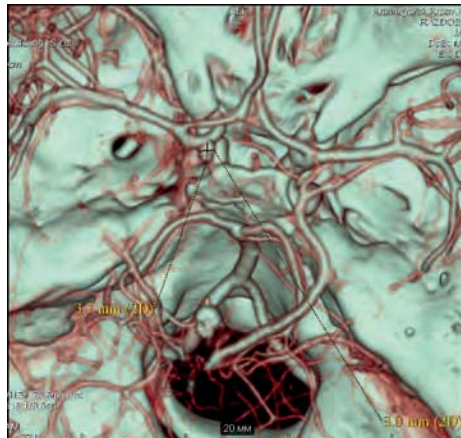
МСКТ-ангиография головного мозга пациента Р.
